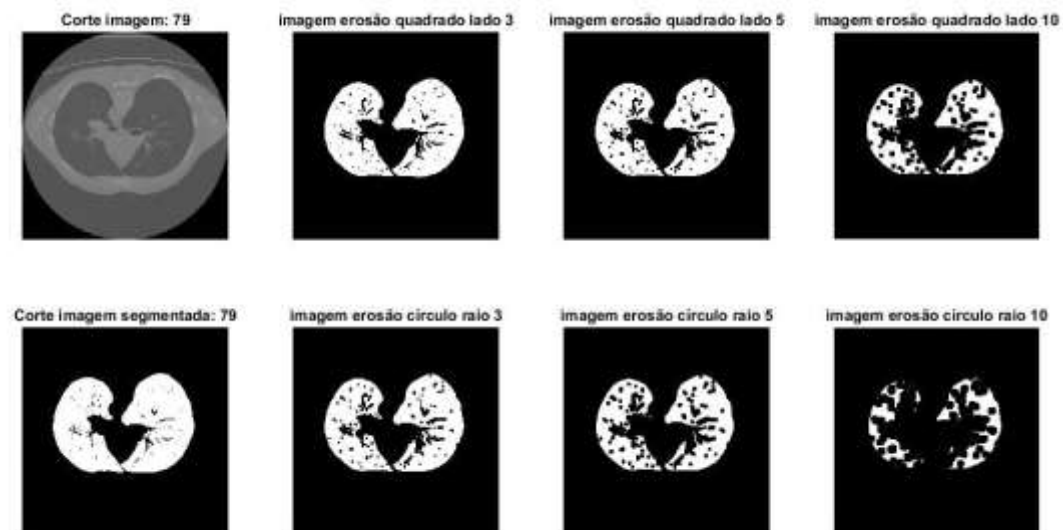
Exemplo de aplicação do operador erosão a uma imagem de um corte do conjunto de dados de TC binária, com diferentes elementos estruturantes: círculo de raio R e quadrado de lado L , com $R=3, 5$ e 10 pixels e $L=3, 5$ e 10 pixels.
